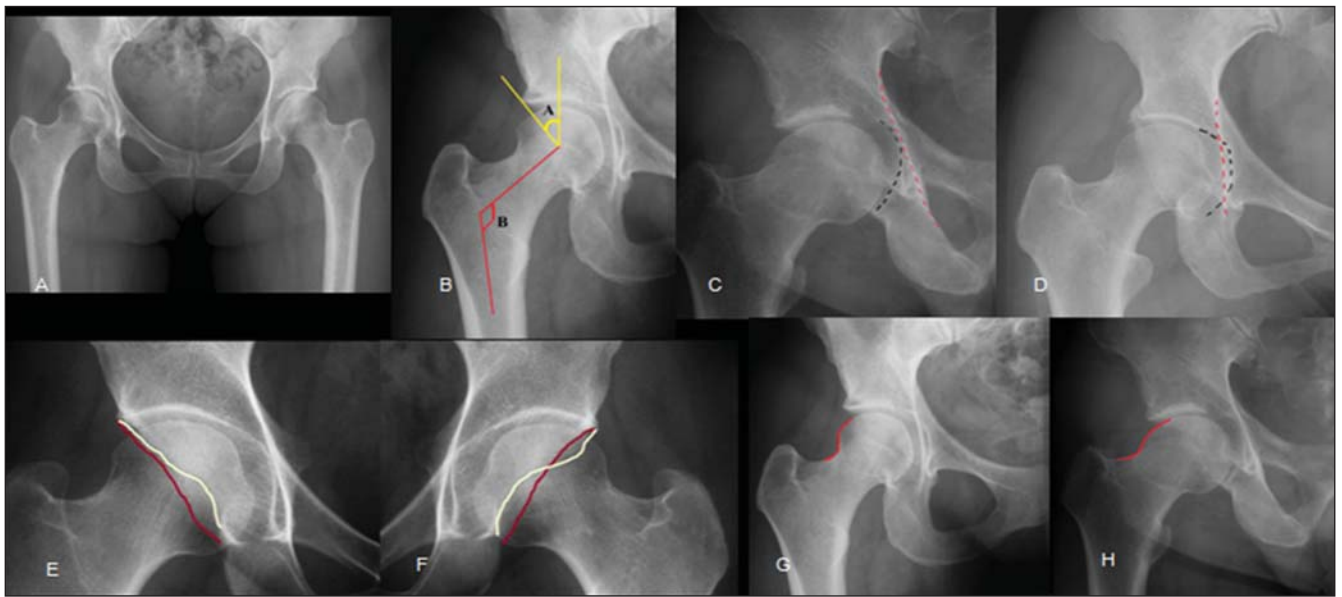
A: Radiografia de frente da bacia. B: Em amarelo, ângulo de cobertura acetabular (A), e em vermelho (B), ângulo colodiafisário. C: No quadril normal, o fundo do acetábulo (representado pela linha tracejada preta) não deve ultrapassar medialmente a linha isquiática (linha tracejada vermelha). D: Nos casos de coxa profunda, o fundo acetabular projeta-se medialmente à linha ilioisquiática. E: No quadril normal, a linha amarela (traçada sobre a borda anterior do acetábulo) projeta-se medialmente à linha vermelha (borda posterior). F: Na retroversão acetabular existe o cruzamento das linhas, conhecido como sinal do oito ou *crossing sign*. G: Transição cabeça-colo femoral de aspecto normal. H: Perda da concavidade habitual da transição cabeça-colo femoral, encontrada nos casos de impacto do tipo *cam*.
